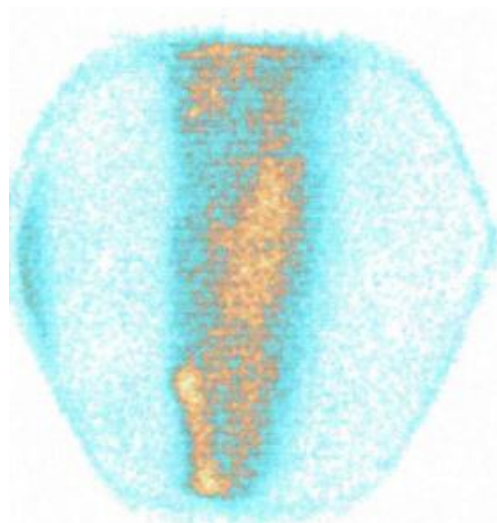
Радіоізотопна флебосцинтиграфія: компенсація венозного кровоплину по великій підшкірній вені при тромботичній оклюзії поверхневої стегнової вени.
